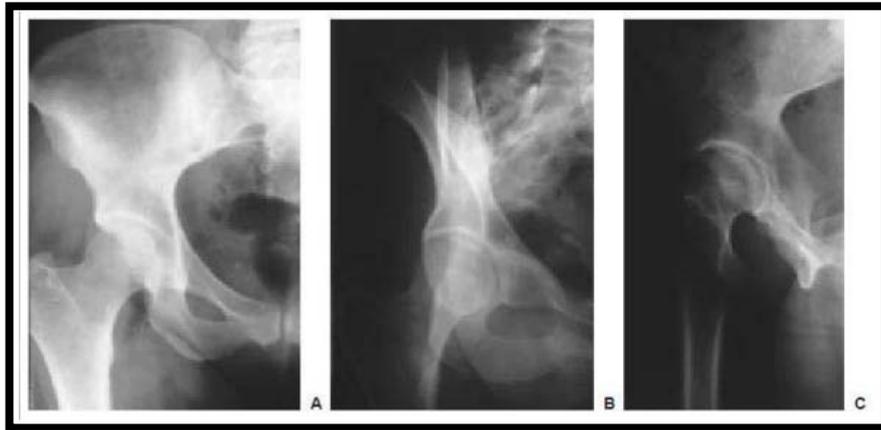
Incidences de la radiographie standard : hanche face (a) ¾ obturateur (b), ¾ iliaire (c)
